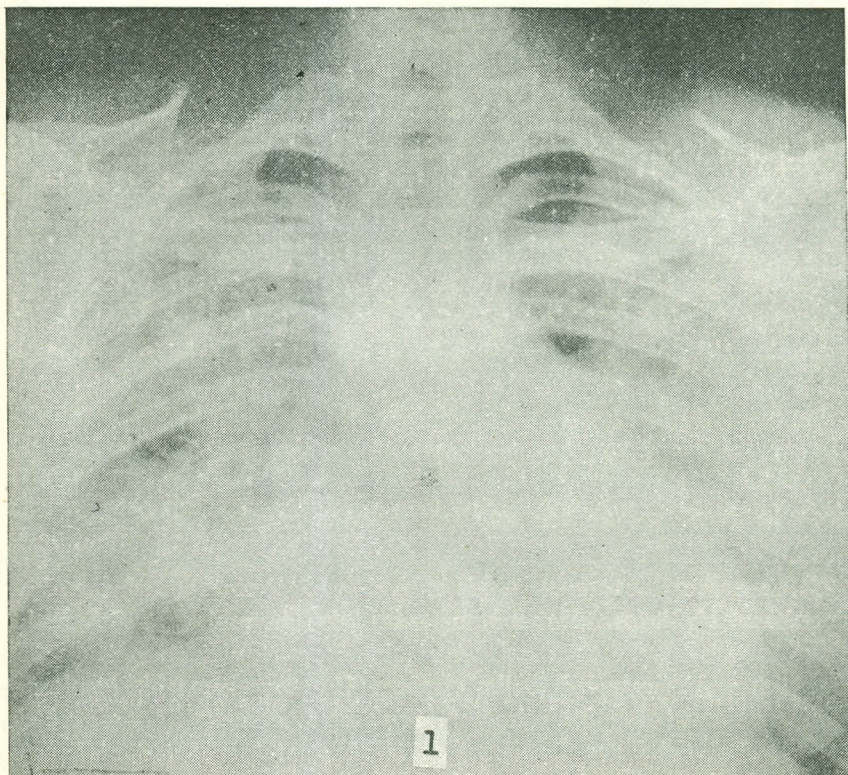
En la radiografía de tórax de mayo 7 de 1965, se aprecia cardiomegalia global y congestión vascular pulmonar.
